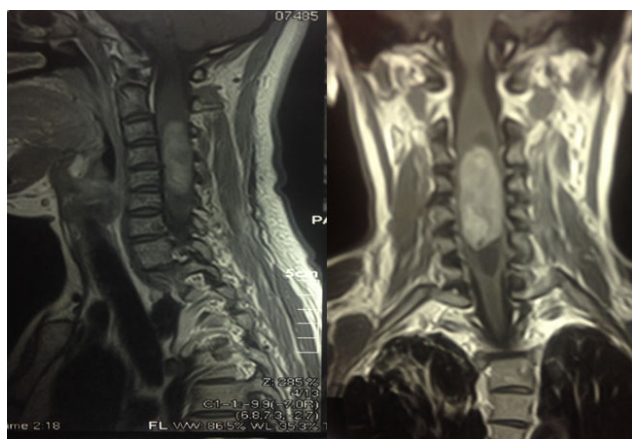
Магнитно-резонансная томография (с контрастированием) больной с эпендимомой спинного мозга на уровне С3-С6 позвонков с наличием ассоциированных сирингомиелических кист
